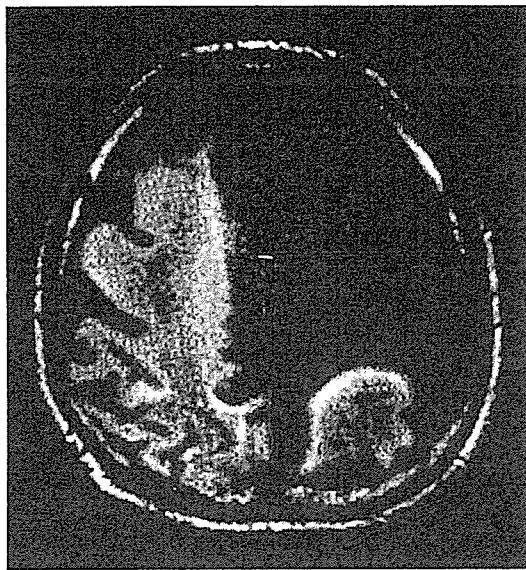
進行性多巣性脳症（PML）MRI FLAIR画像。高輝度領域が白質、一部皮質にかかるかたちで、両半球に認められる。多発性硬化症との画像上の鑑別は、しばしば困難である。静岡てんかん・神経医療センター黒田龍、小尾智一先生提供。
